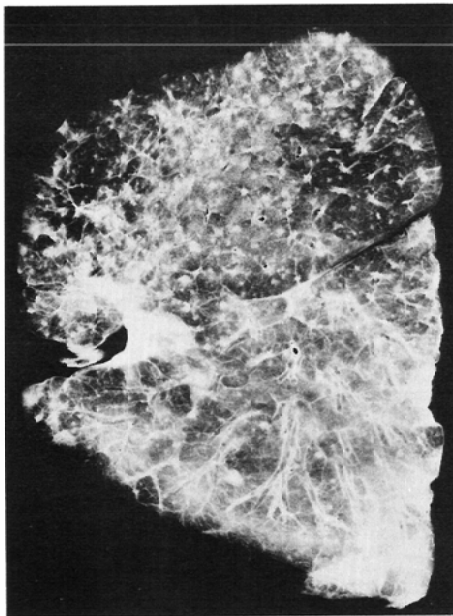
Case 3, soft X-ray photograph of fixed left lung, sliced in 5mm thickness.
